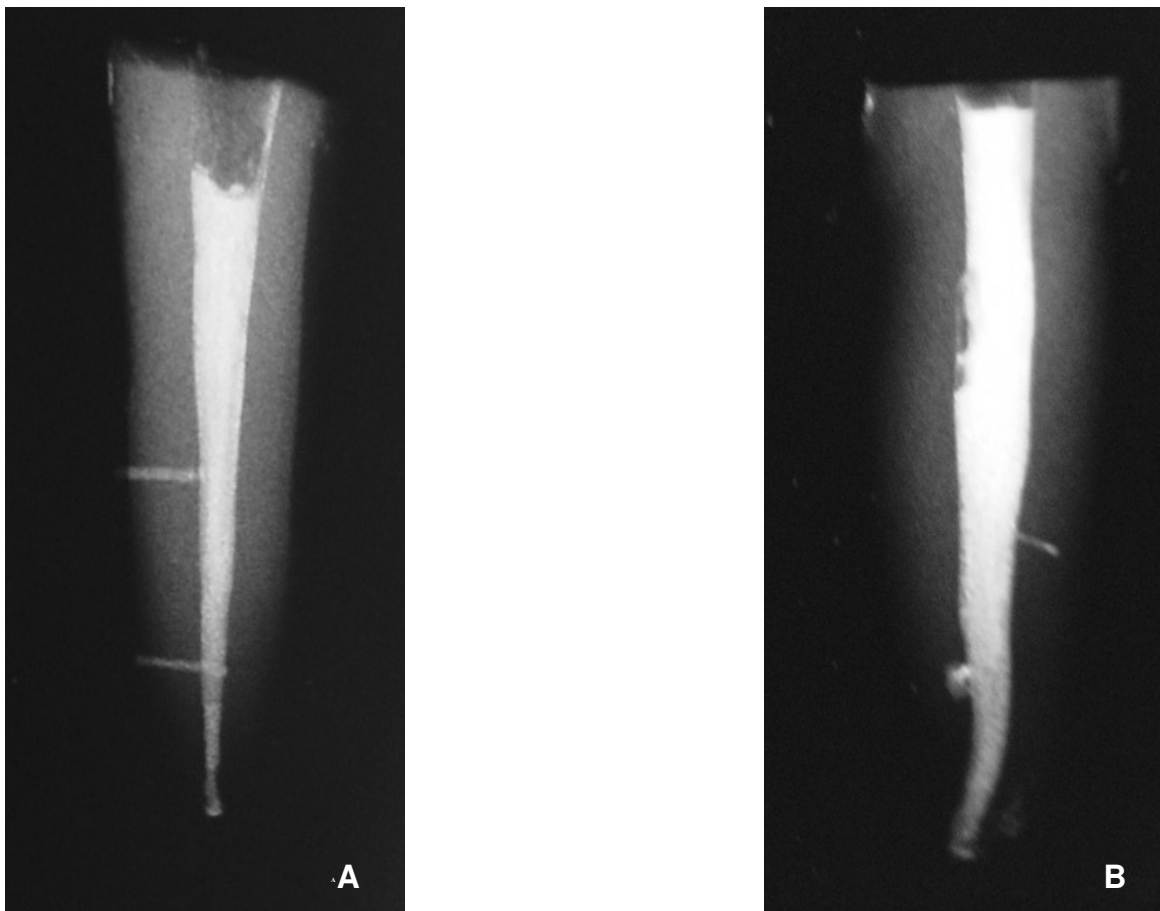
(A) radiografia demonstrando canais laterais artificiais totalmente preenchidos; (B) radiografia demonstrando canal lateral artificial parcialmente preenchido no terço médio e canal lateral natural na face vestibular do terço apical.
